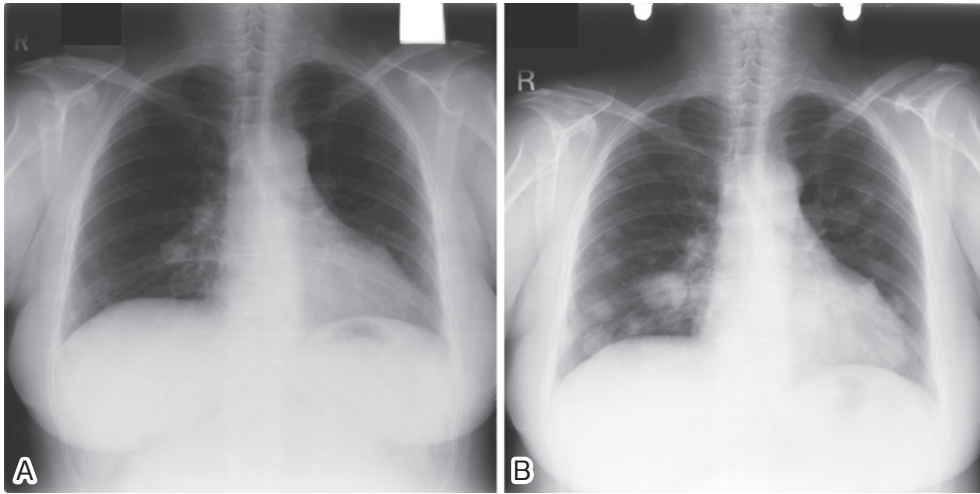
A: Chest X-ray film obtained in January 1998, 14 months after beginning progesterone treatment, shows multiple tumors that had decreased in size and number. B: Chest X-ray film obtained in January 2001, after discontinuation of medication for about 6 months, revealed that the tumors had increased in size and number.
